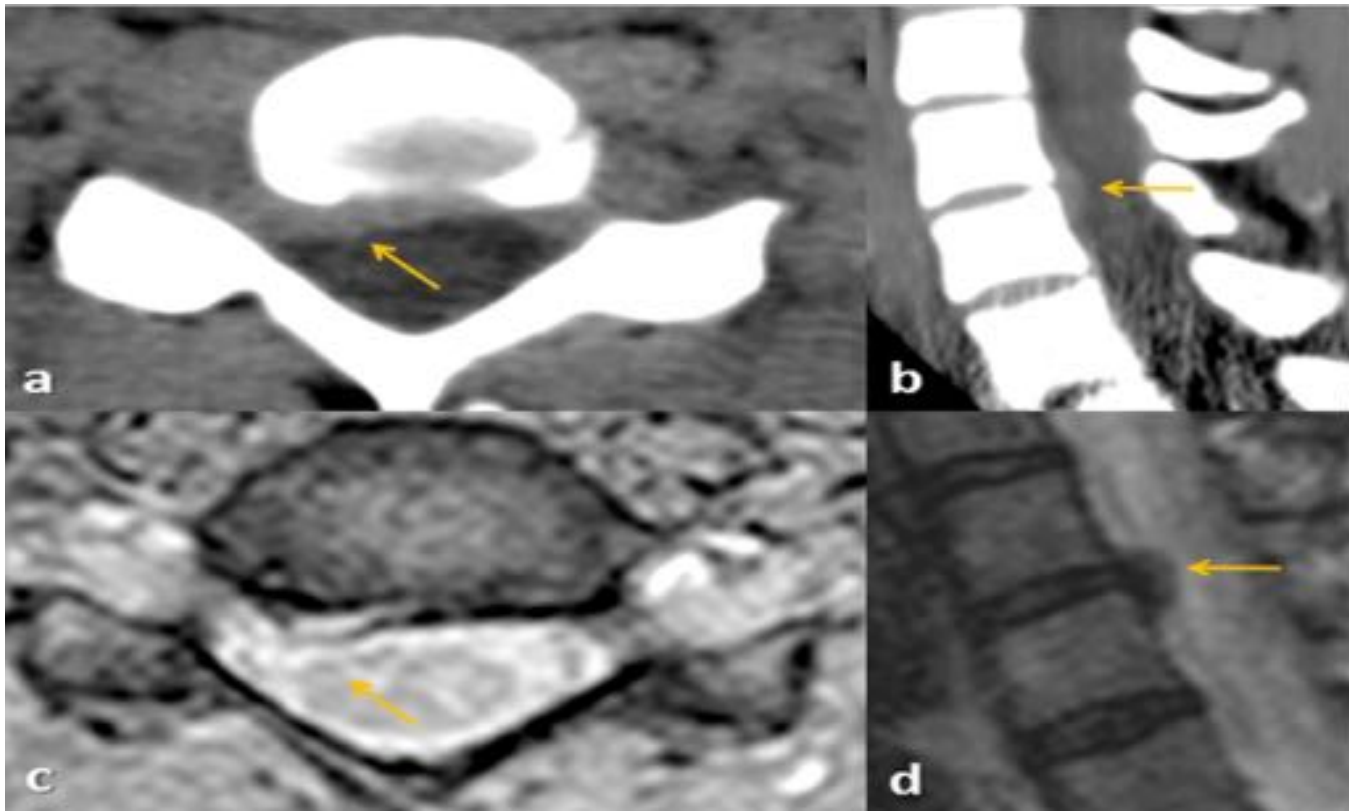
En este paciente con latigazo cervical la TC axial (a) y sagital (b) muestra una ocupación derecha en C5-C6 (flecha) que fue interpretada como hematoma epidural. Posteriormente en la RM axial eco de gradiente (c) y sagital STIR (d) otro radiólogo mantuvo el mismo diagnóstico (error aliterativo) sin considerar hernia discal, diagnóstico final detectado en la doble lectura.
